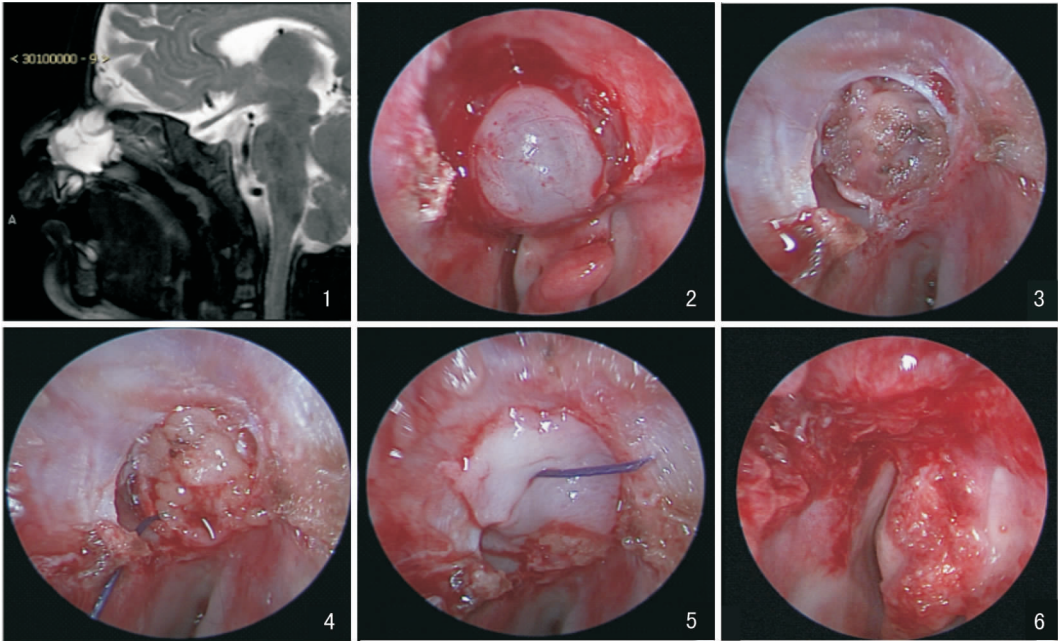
术前矢状位 MRI 示左侧鼻腔嗅裂区长 T2 信号影,与蛛网膜下腔相通 图 2 术中内镜可见左侧嗅裂区表面光滑、半透明新生物 图 3 切除膨出物后,左侧筛板可见最大径为 6 mm 椭圆形漏口 图 4 颅底漏口导入“浴缸塞子” 图 5 “浴缸塞子”缝线串入游离黏膜瓣 图 6 术后 2 周鼻内镜复查
